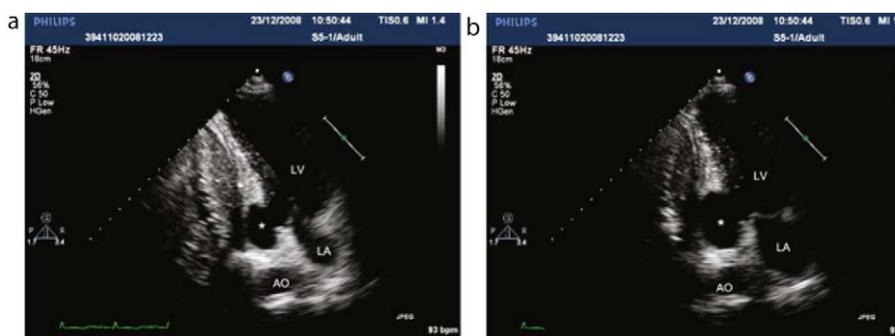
Apical 2 câmaras: Podemos observar um aneurisma com a forma de cogumelo localizado ao segmento basal da parede inferior (x) abrindo no VE imediatamente abaixo do plano do anel mitral posterior. De notar o aumento de tamanho de telediástole (a) para telesístole (b).
